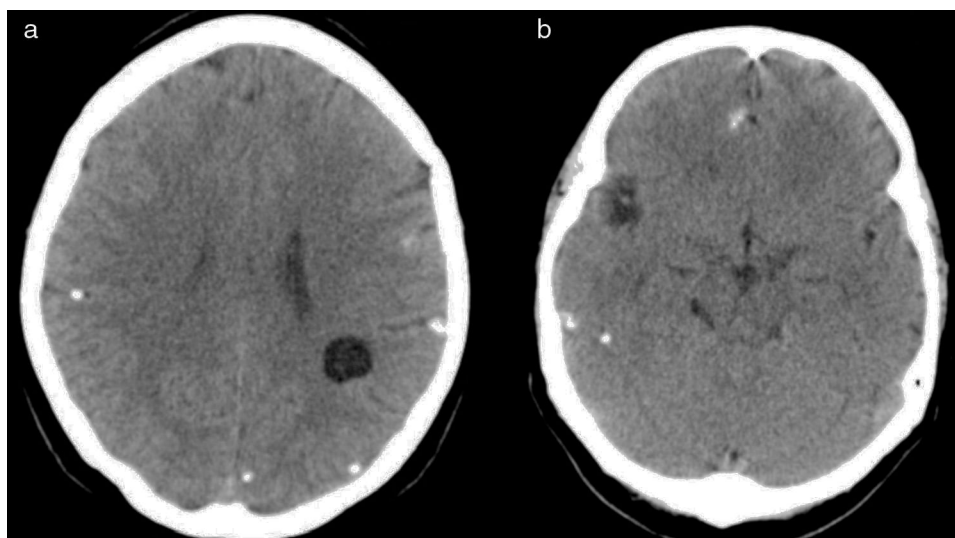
TAC cerebral: 1.a.) Cisticercos parenquimatosos en diferentes fases evolutivas. 1.b.) Escólex de *Taenia solium*: imagen nodular hipodensa, con nódulo mural.
